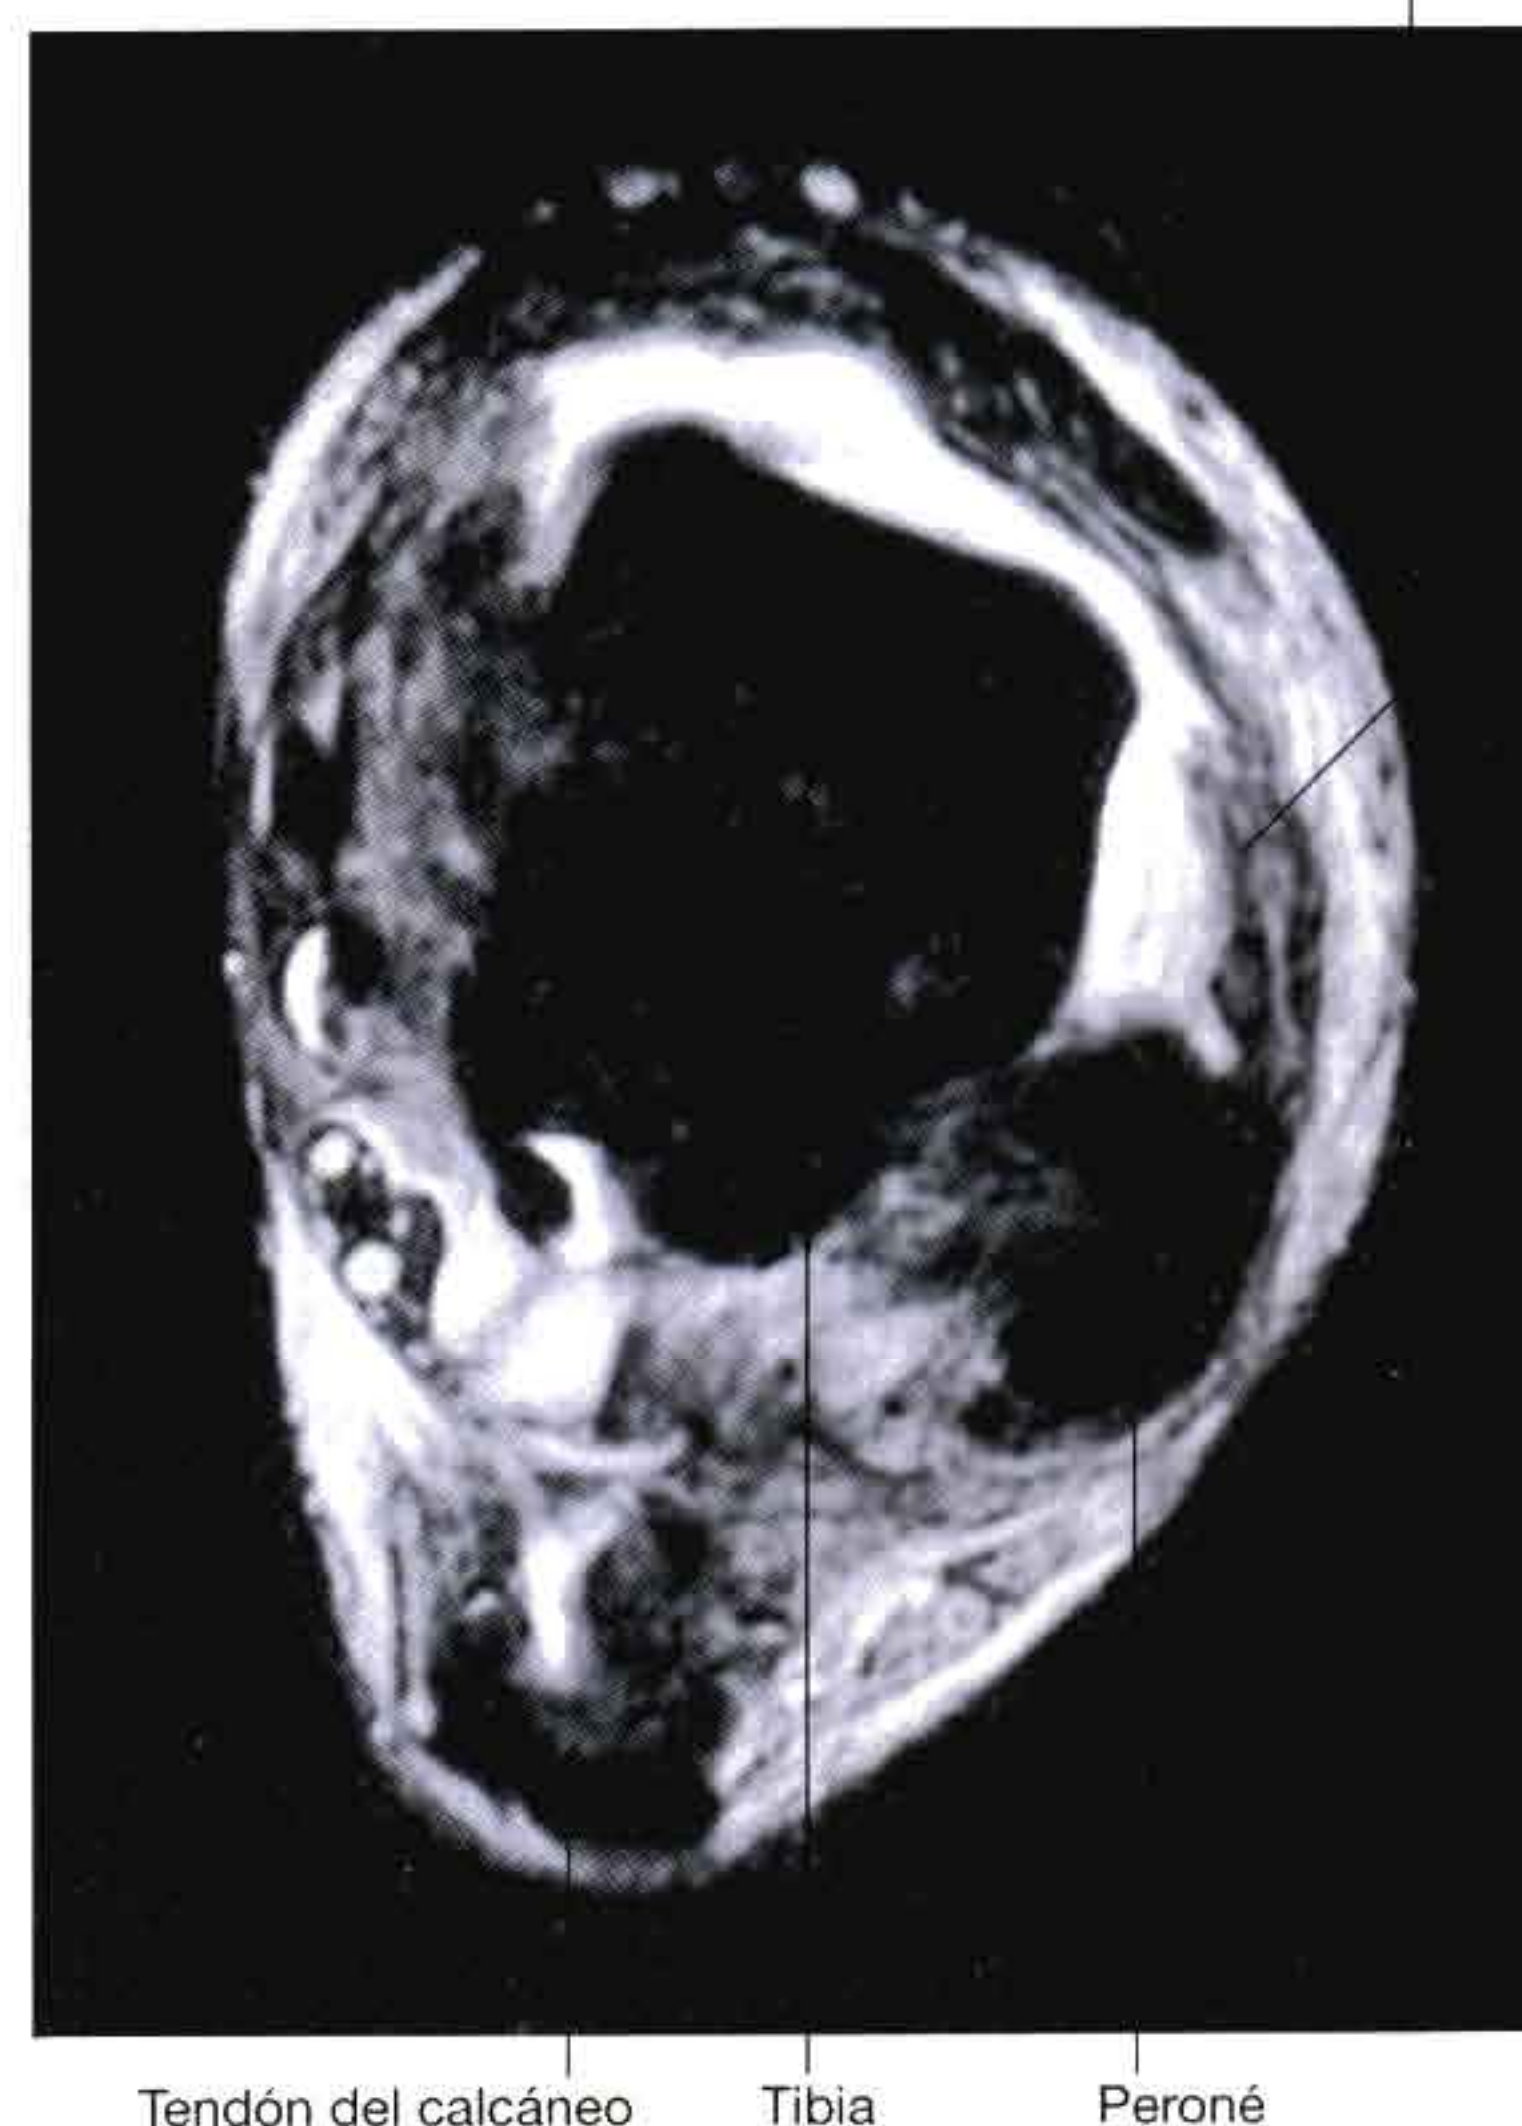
A. Articulación normal del tobillo que muestra un ligamento astragaloperoneo anterior intacto. RM potenciada en T1 en el plano axial. B. Articulación del tobillo que muestra un ligamento astragaloperoneo anterior roto. RM potenciada en T2 en el plano axial.
